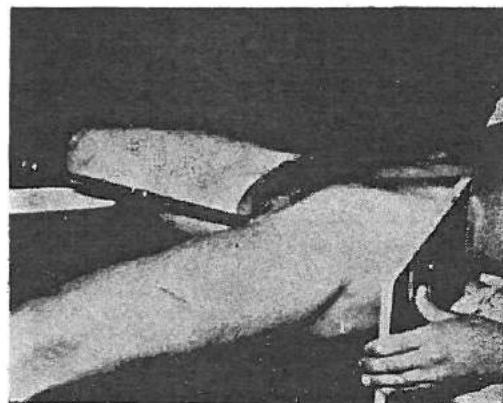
P* — DD Coapsele îndepărtate, mai ales aceea din partea de radiografiat. Picioarul din această parte ușor rotit înăuntru. Caseta așezată în lat, perpendiculară pe planul mesei, ținută cu o mână de pacient, este impinsă cu o margine deasupra crestei iliacă și astfel aranjată ca *RC* să fie perpendiculară pe ea.
